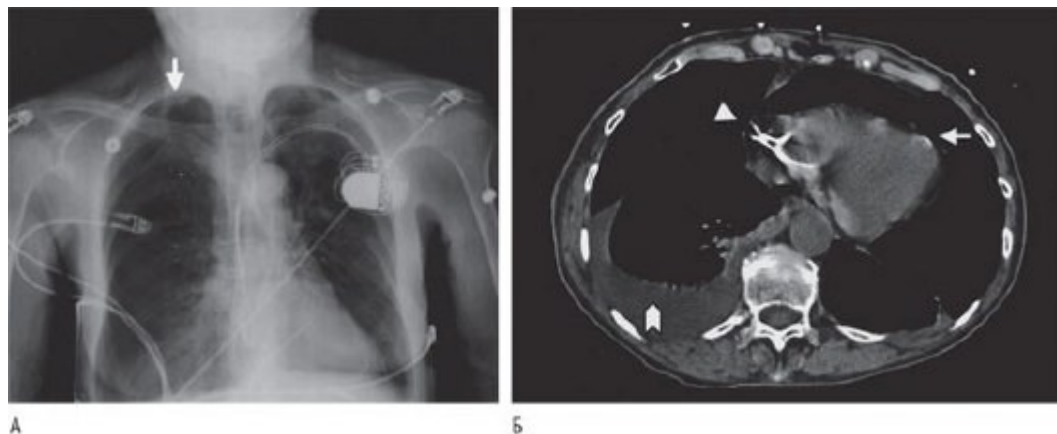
А - рентгенограмма грудной клетки, демонстрирующая правосторонний пневмоторакс (стрелка) через 8 ч после установки левостороннего постоянного двухкамерного кардиостимулятора по поводу брадикардии с выраженными клиническими проявлениями. Б - срез грудной клетки, полученный при КТ, демонстрирующий выбухание спирали предсердного электрода через ушко ПП (стрелка-указатель), ставшее причиной пневмоперикарда (стрелка). Также наблюдается плевральный выпот справа. Источник (с разрешения): Srivathsan K., Byrne R.A., Appleton C.P. et al. Pneumopericardium and pneumothorax contralateral to venous access site after permanent pacemaker implantation //
